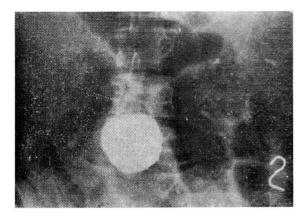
Radiografía simple de abdomen de pie que se observa importante distensión colónica, exudado abundante entre las asas y restos de sulfato de bario formando el baritoma que se proyecta en el estrecho superior de la pelvis.
